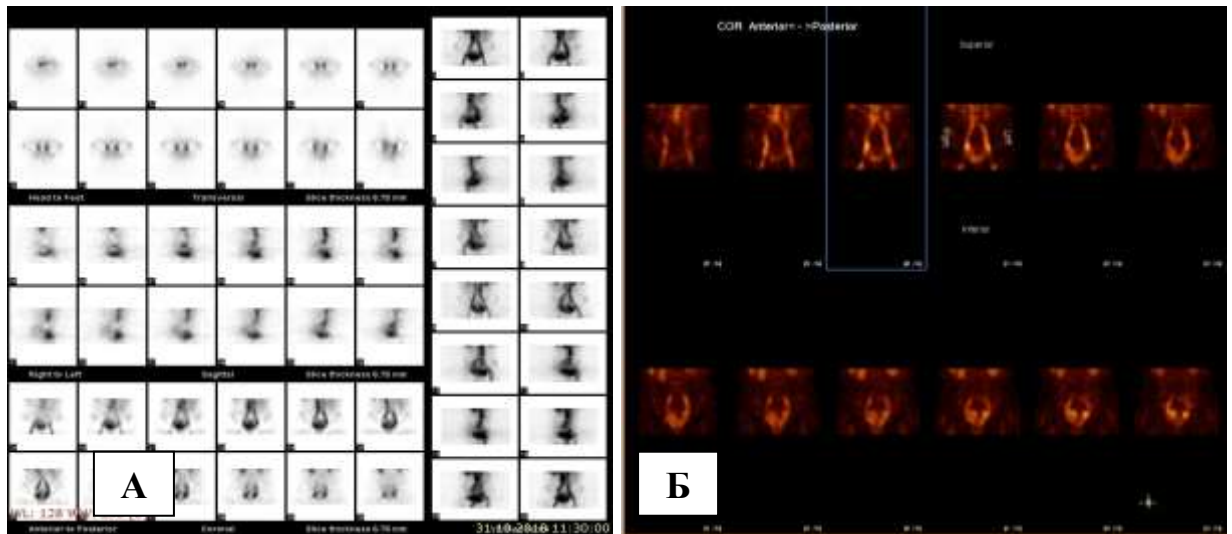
Серия радионуклидных томограмм тазовых вен в 3-х проекциях (А) и во фронтальной проекции (Б). Венозная фаза кровотока тазовых органов.
